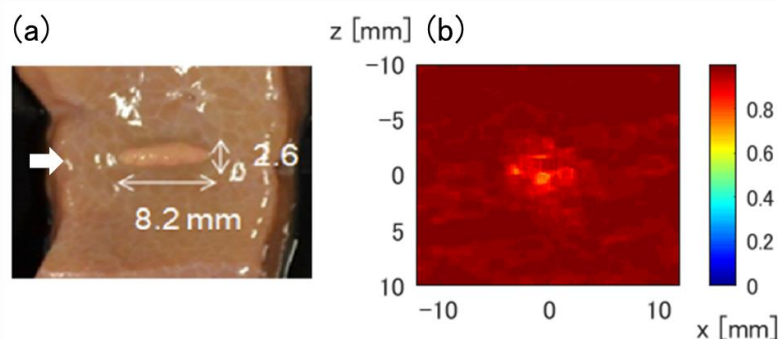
超音波画像の相関低下を用いた治療領域の形成の検知方法
